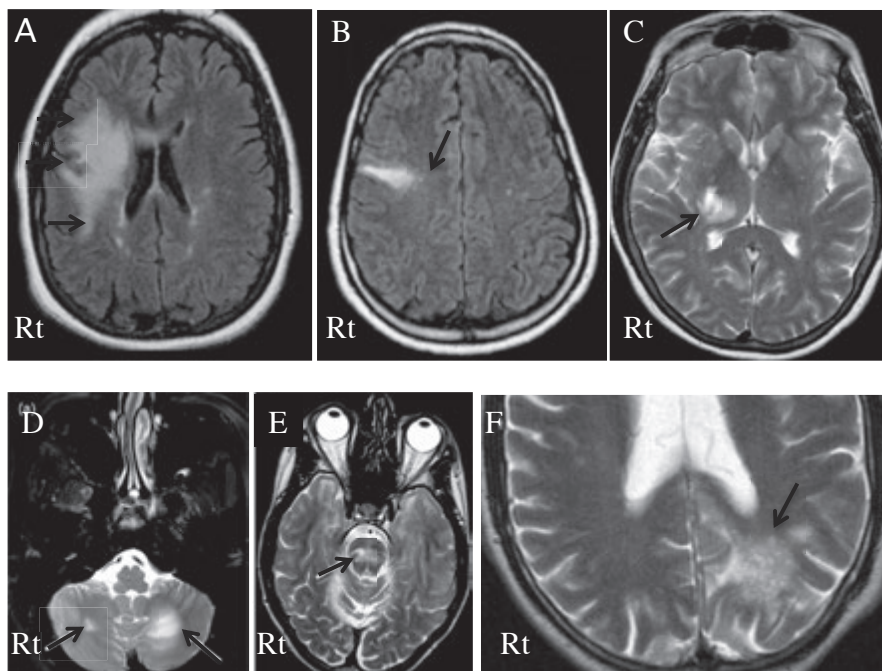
ナタリズマブ関連PMLの頭部MRI^{17, 18)}
